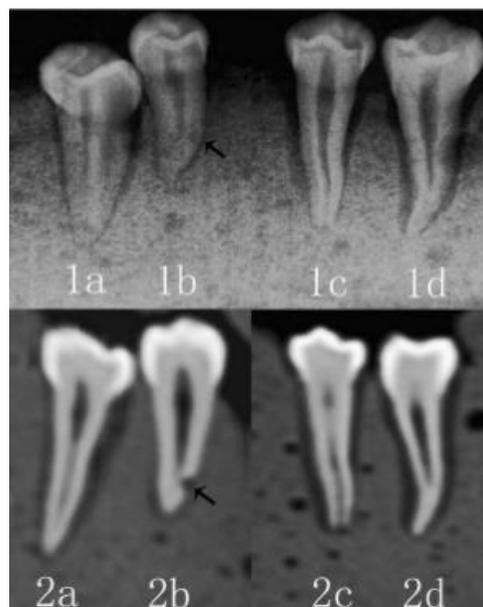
Seções de raiz mostrando a presença de simulações de reabsorção radicular apical externa no terceiro apical visualizada com os dois métodos de imagem (radiografia apical e TCFC). Com a radiografia periapical: moderada (1a), leve (1b), grave (1c), sem reabsorção (1d); com a TCFC: moderada (2a), leve (2b), grave (2c), não (2d) (REN et. al., 2013).
